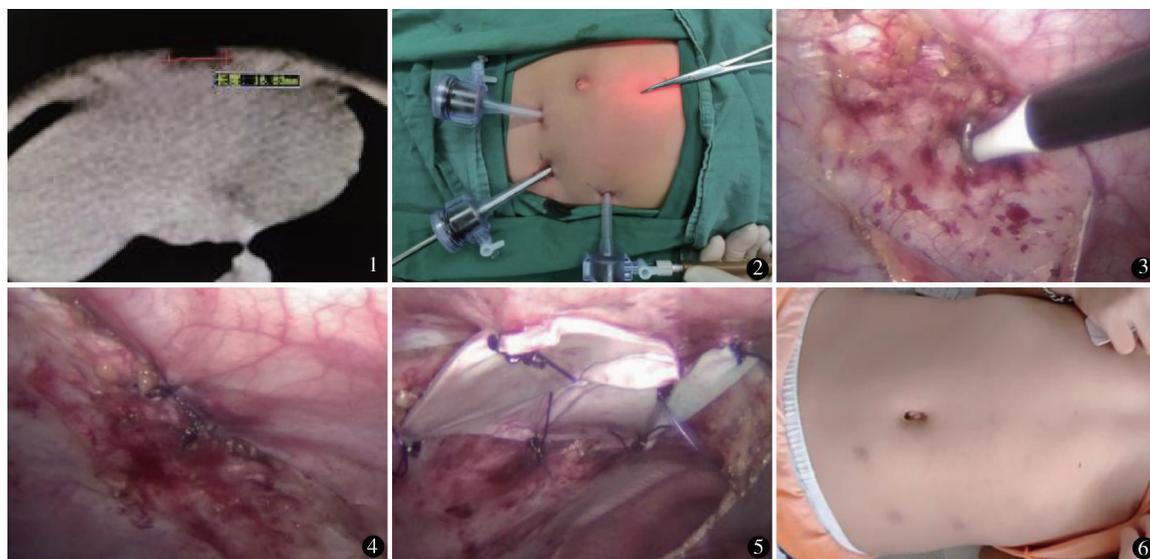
术前 CT 显示腹壁缺损 1.6 cm 图 2 trocar 分布(止血钳所指为疝缺损中点) 图 3 腹壁缺损 1.6 cm × 0.5 cm 图 4 关闭腹壁缺损 图 5 补片加强覆盖 图 6 术后 1 个月切口
